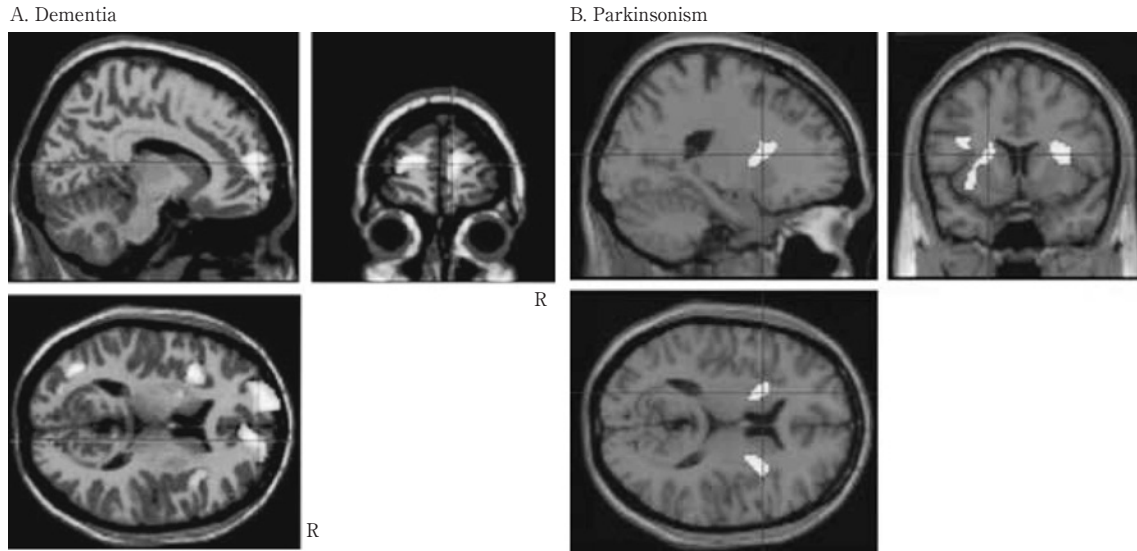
Statistical parametric mapping (SPM) analysis on the relationship between clinical features and decreased neuronal viability by [11C] flumazenil-positron emission tomography (FMZ-PET). Among patients with severe white matter lesions, those with dementia showed a decreased binding in the the bilateral frontopolar and frontal/insular areas, the left temporo-occipital border areas, and the left marginal cortical areas. On the contrary, those with parkinsonism showed a decrease in the lateral striatum (2004, 2007 by Ihara et al.) [Ref. 35, 36].
